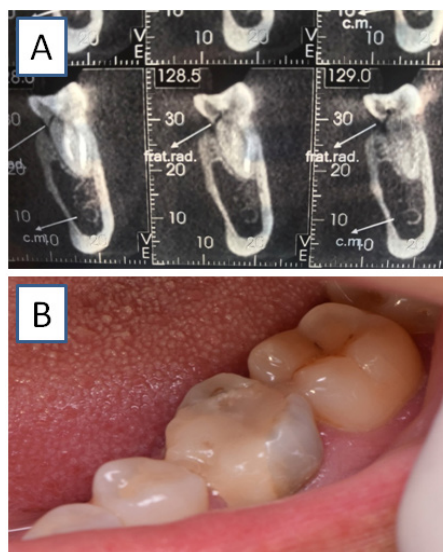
Dente 36. A) fratura oblíqua na raiz mesial observada na tomografia; B) exame intrabucal
